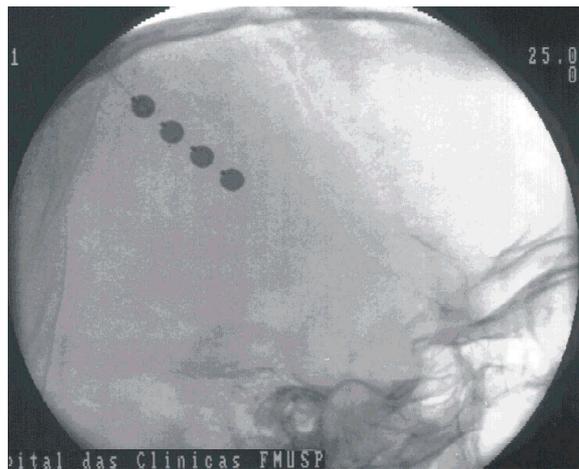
Estimulação elétrica do córtex motor. Radiografia na incidência de perfil mostrando fita de eletródios posicionada sobre o giro pré-central.
